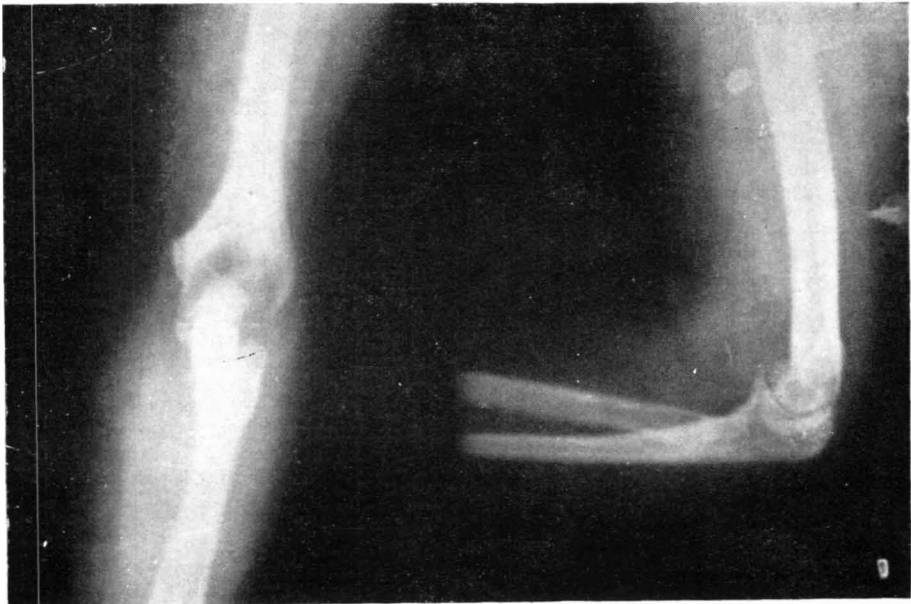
Radiografía de control a los cuatro meses de la intervención observándose calcificación de la base del tendón bicipital que hace a la coronoides más prominente.
